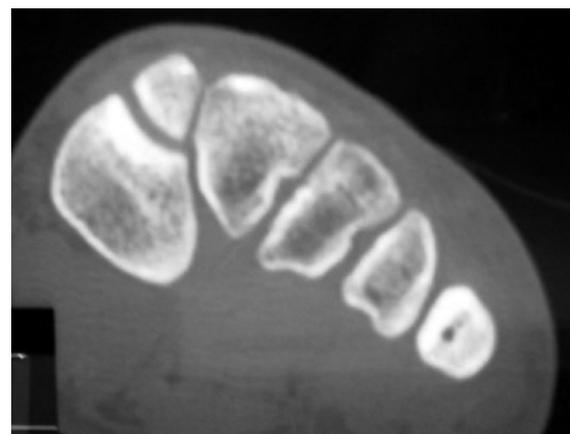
Corte coronal de TAC perteneciente al paciente de la figura 4 muestra engrosamiento cortical y obliteración casi total del canal medular del quinto metatarsiano. Cortesía Dra. Schinca
